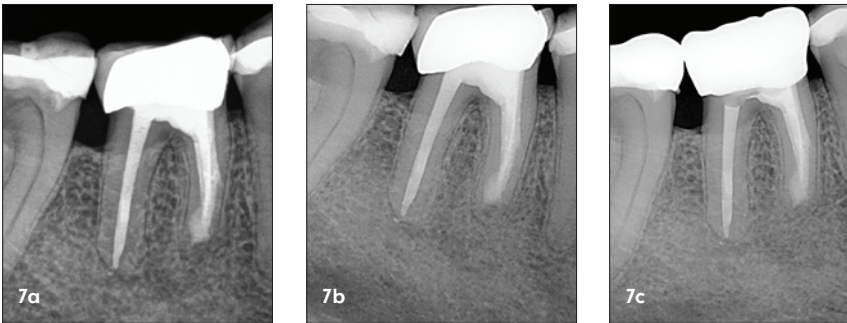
Röntgenologische Sechsmonatskontrolle (a), Zwölfmonatskontrolle (b) sowie Zweijahreskontrolle (c).
